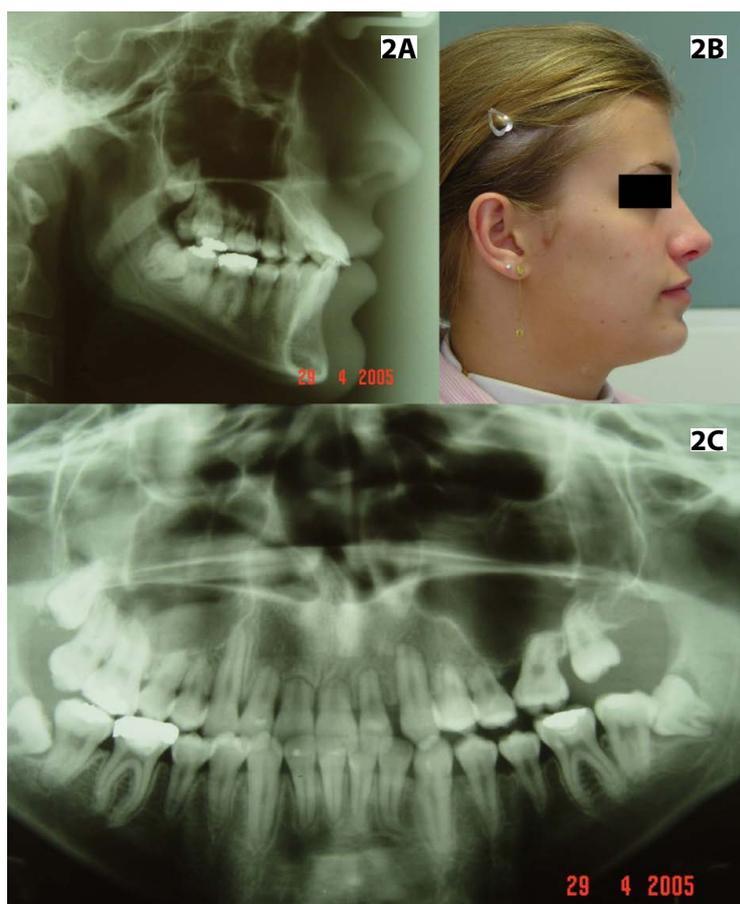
Radiografia cefalométrica lateral inicial.
